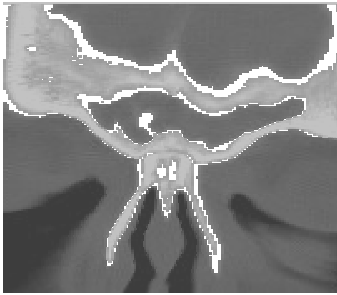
Corte coronal de tomografía computarizada de nariz y senos paranasales en donde se trazaron una línea vertical desde el punto más alto del techo orbitario hasta el borde más craneal del seno y una oblicua desde la base de la crista galli hasta el borde más lateral del seno.
